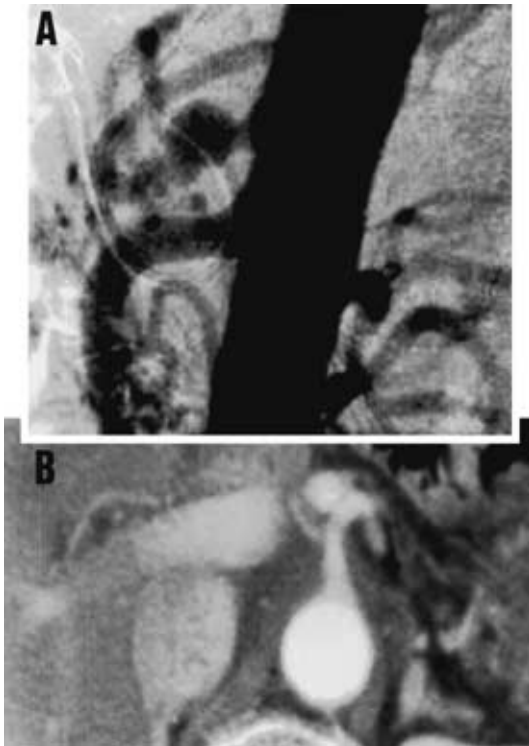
A : Postoperative aortogram shows patency of the celiac axis. B : Enhancement abdominal CT on the 2nd postoperative year shows patency of the celiac axis.
